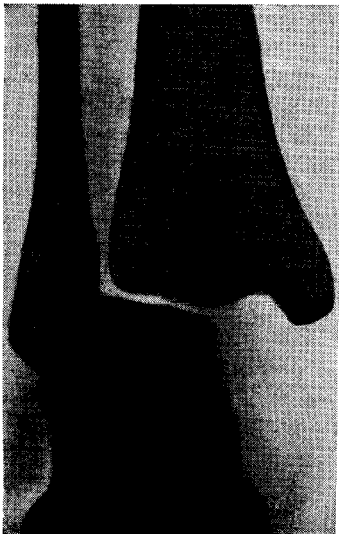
Винтообразный перелом наружной лодыжки с расхождением вилки голеностопного сустава и подвывихом стопы кнаружи. Рентгенограмма.
